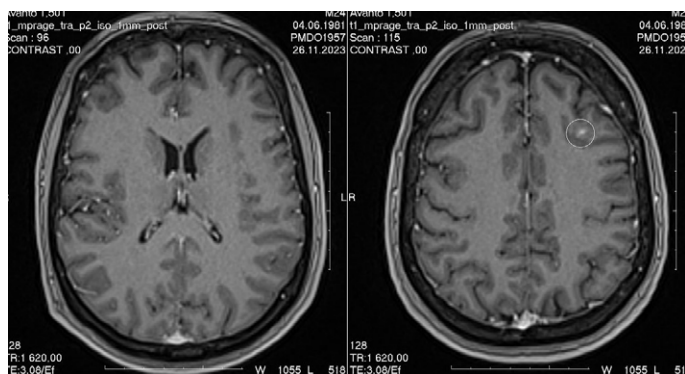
б. Пацієнтка Т. 1981 р. н., МРТ головного мозку, листопад 2023 року. Зберігається накопичення контрасту окремими вогнищами
